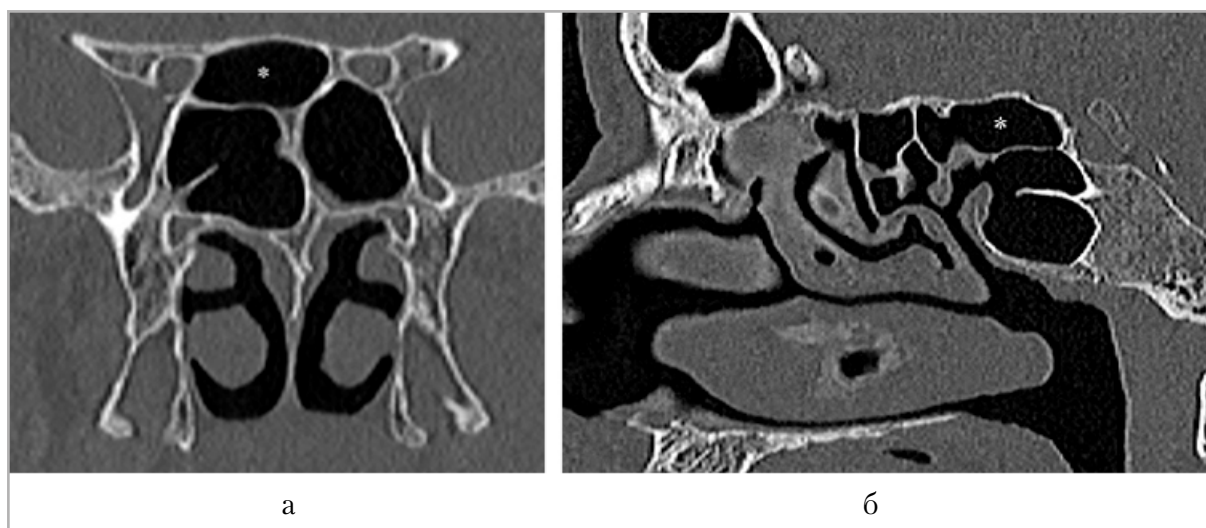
Фрагменты компьютерных томограмм околоносовых пазух в корональной (а) и сагиттальной (б) плоскостях. Определяется дополнительная клетка Оноди, распространяющаяся кзади вдоль верхней стенки клиновидной пазухи до турецкого седла (белая звездочка)
